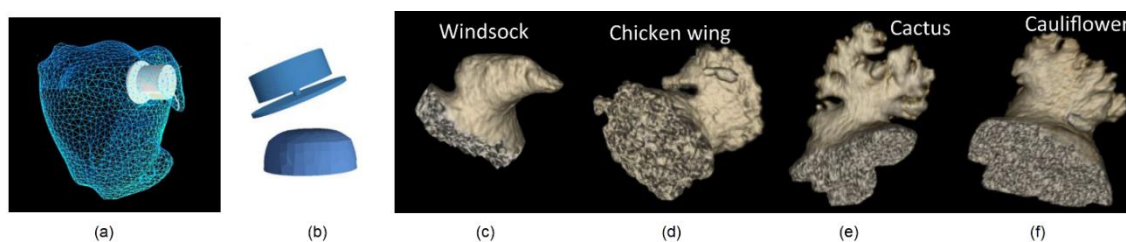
(a) Malha do átrio esquerdo com dispositivo de OAAE; (b) dispositivos de oclusão do AAE (em cima – Amplatzer (ABBOTT), em baixo – Watchman (BOSTON SCIENTIFIC) (adaptado de (AGUADO AM, 2019)), (c-f) Imagens de CT das diferentes morfologias do AAE: (c) biruta (*windsock*); (d) asa de galinha (*chicken wing*); (e) cacto (*cactus*); (f) couve-flor (*cauliflower*) (Adaptado de (SAW J, 2016)).
